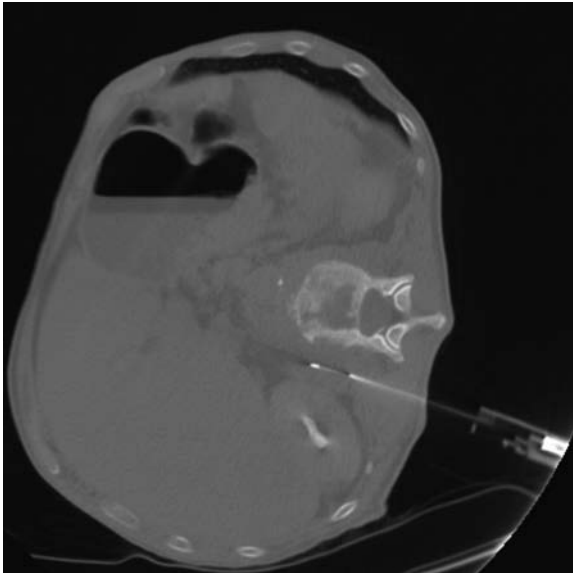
CT-gesteuerte Punktion einer paravertebralen Raumforderung
